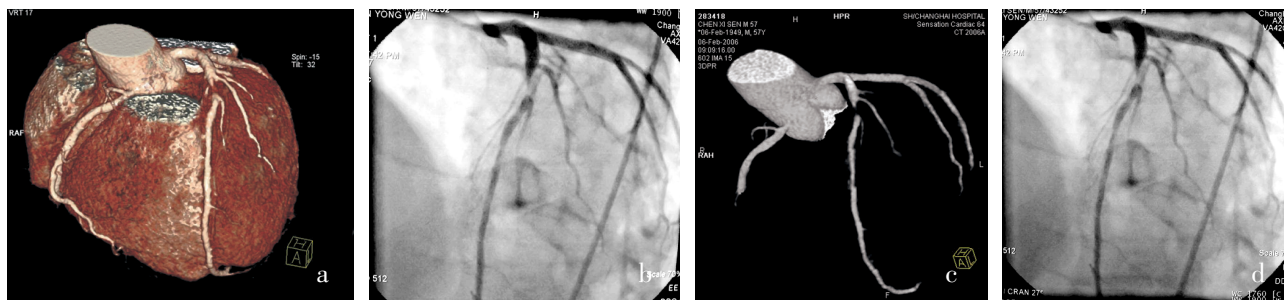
a、b、c、d 分别为同一患者 CTA 和 SCA 显示的左前降支病变,均显影清晰,病变狭窄部位、狭窄程度相互符合
